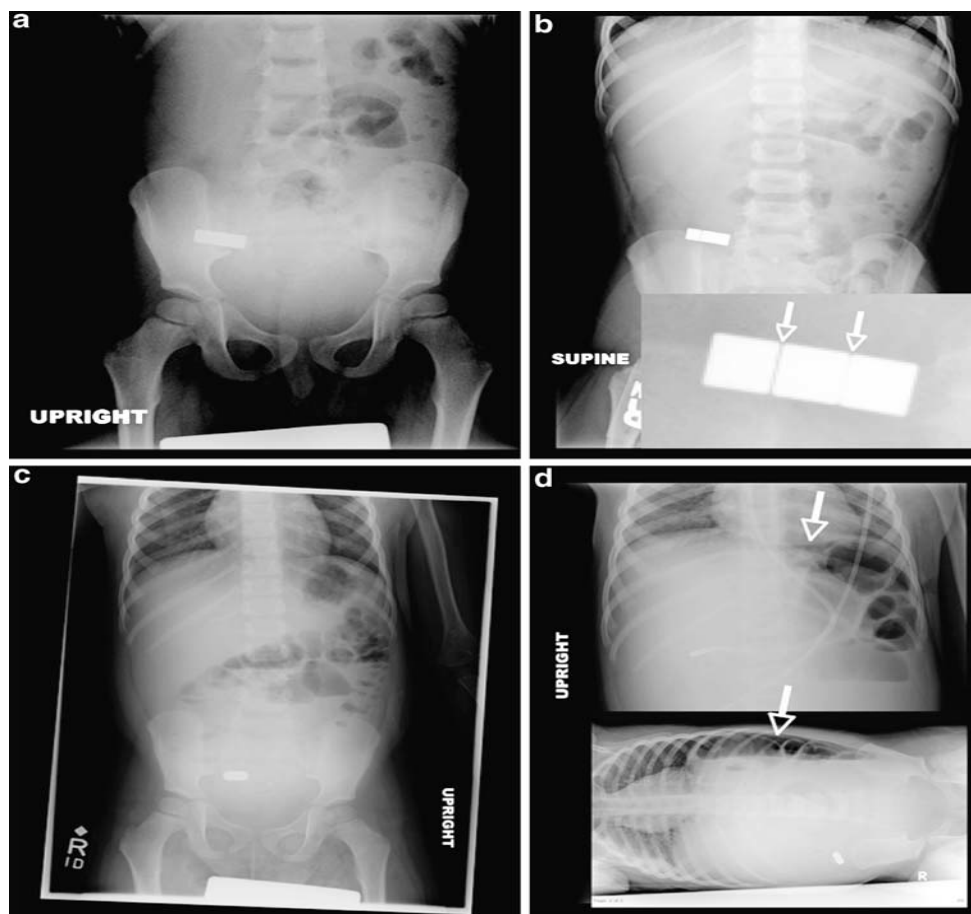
Radiographies abdominales. A : La radiographie d'admission montre un seul objet métallique dans le quadrant inférieur droit. B : Une radiographie ultérieure avec un faisceau perpendiculaire à l'objet démontre que l'objet présumé "unique" est en fait constitué de trois aimants séparés ; l'agrandissement montre les espaces entre les aimants individuels (flèches). C : Radiographie du deuxième jour avec les aimants en position inchangée. Les nouveaux niveaux hydroaériques indiquent le début d'une obstruction intestinale. D : L'air libre intra-abdominal est démontré sur des vues en décubitus vertical et latéral (flèches) [59].
